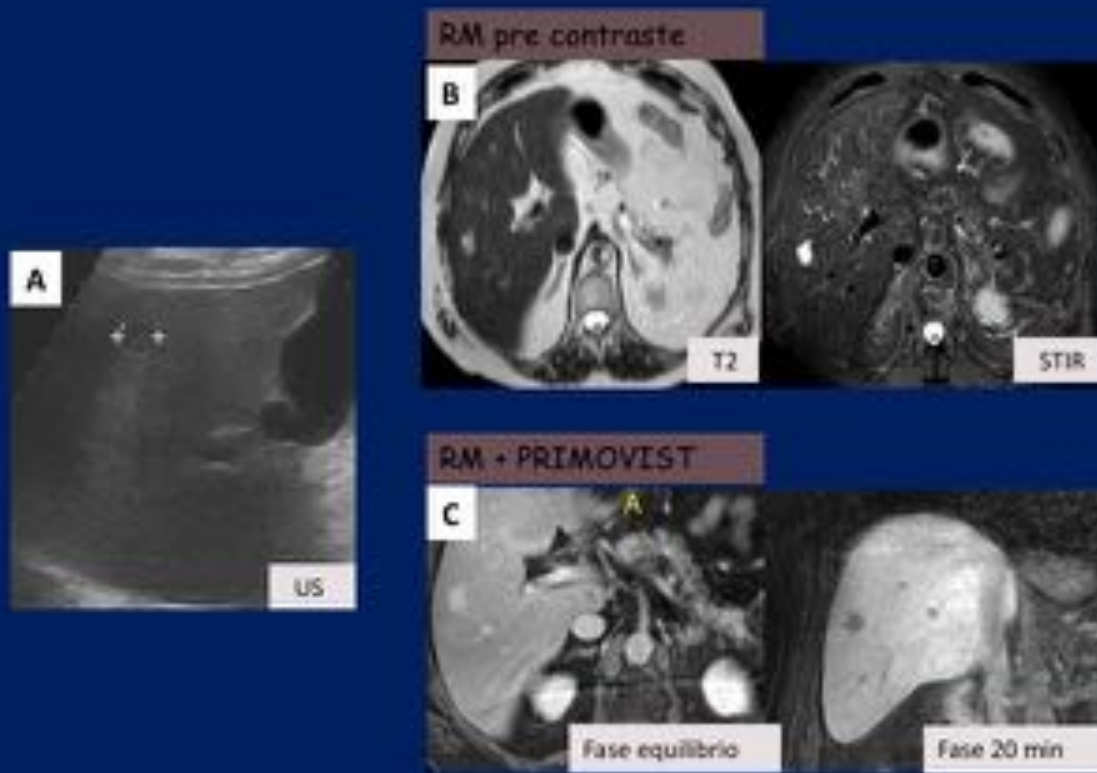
Corte de US en el Lóbulo hepático derecho (A) muestra un nódulo hipoeoico con refuerzo posterior y bordes bien delimitados en Seg V. En la RM basal (B) la lesión es hiperintensa en T2 y STIR. Tras la administración de contraste organoespecífico presenta una captación homogénea en las distintas fases con una señal similar a la de los vasos, y en la fase hepatobiliar se hace hipointensa respecto al parénquima hepático. Hemangioma capilar, con presentación atípica en la US.
